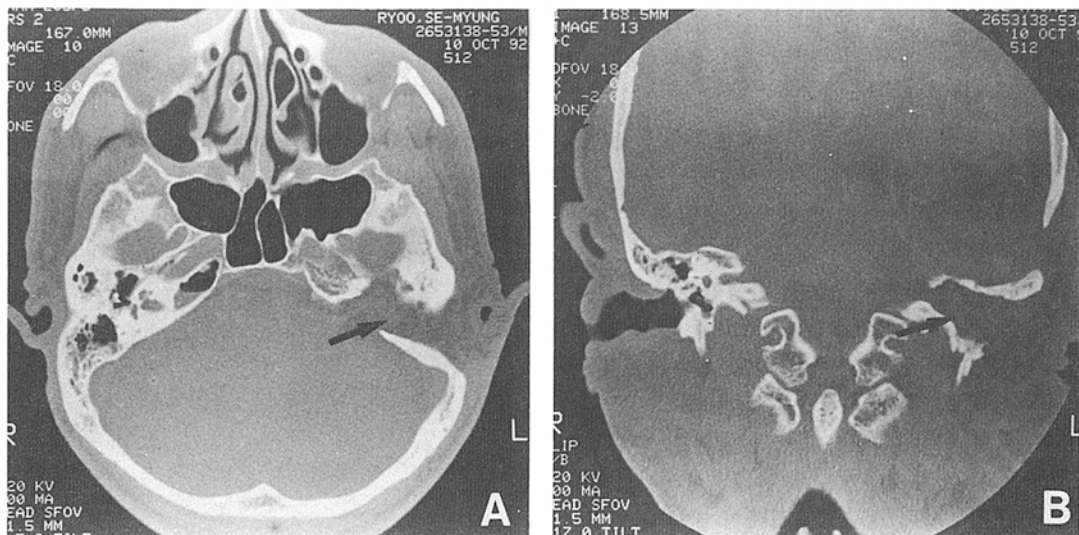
Axial(A) and Coronal(B) temporal bone CT which was taken 10 days after operation. It shows that cholesteatoma was completely removed and mastoid cavity was obliterated.
